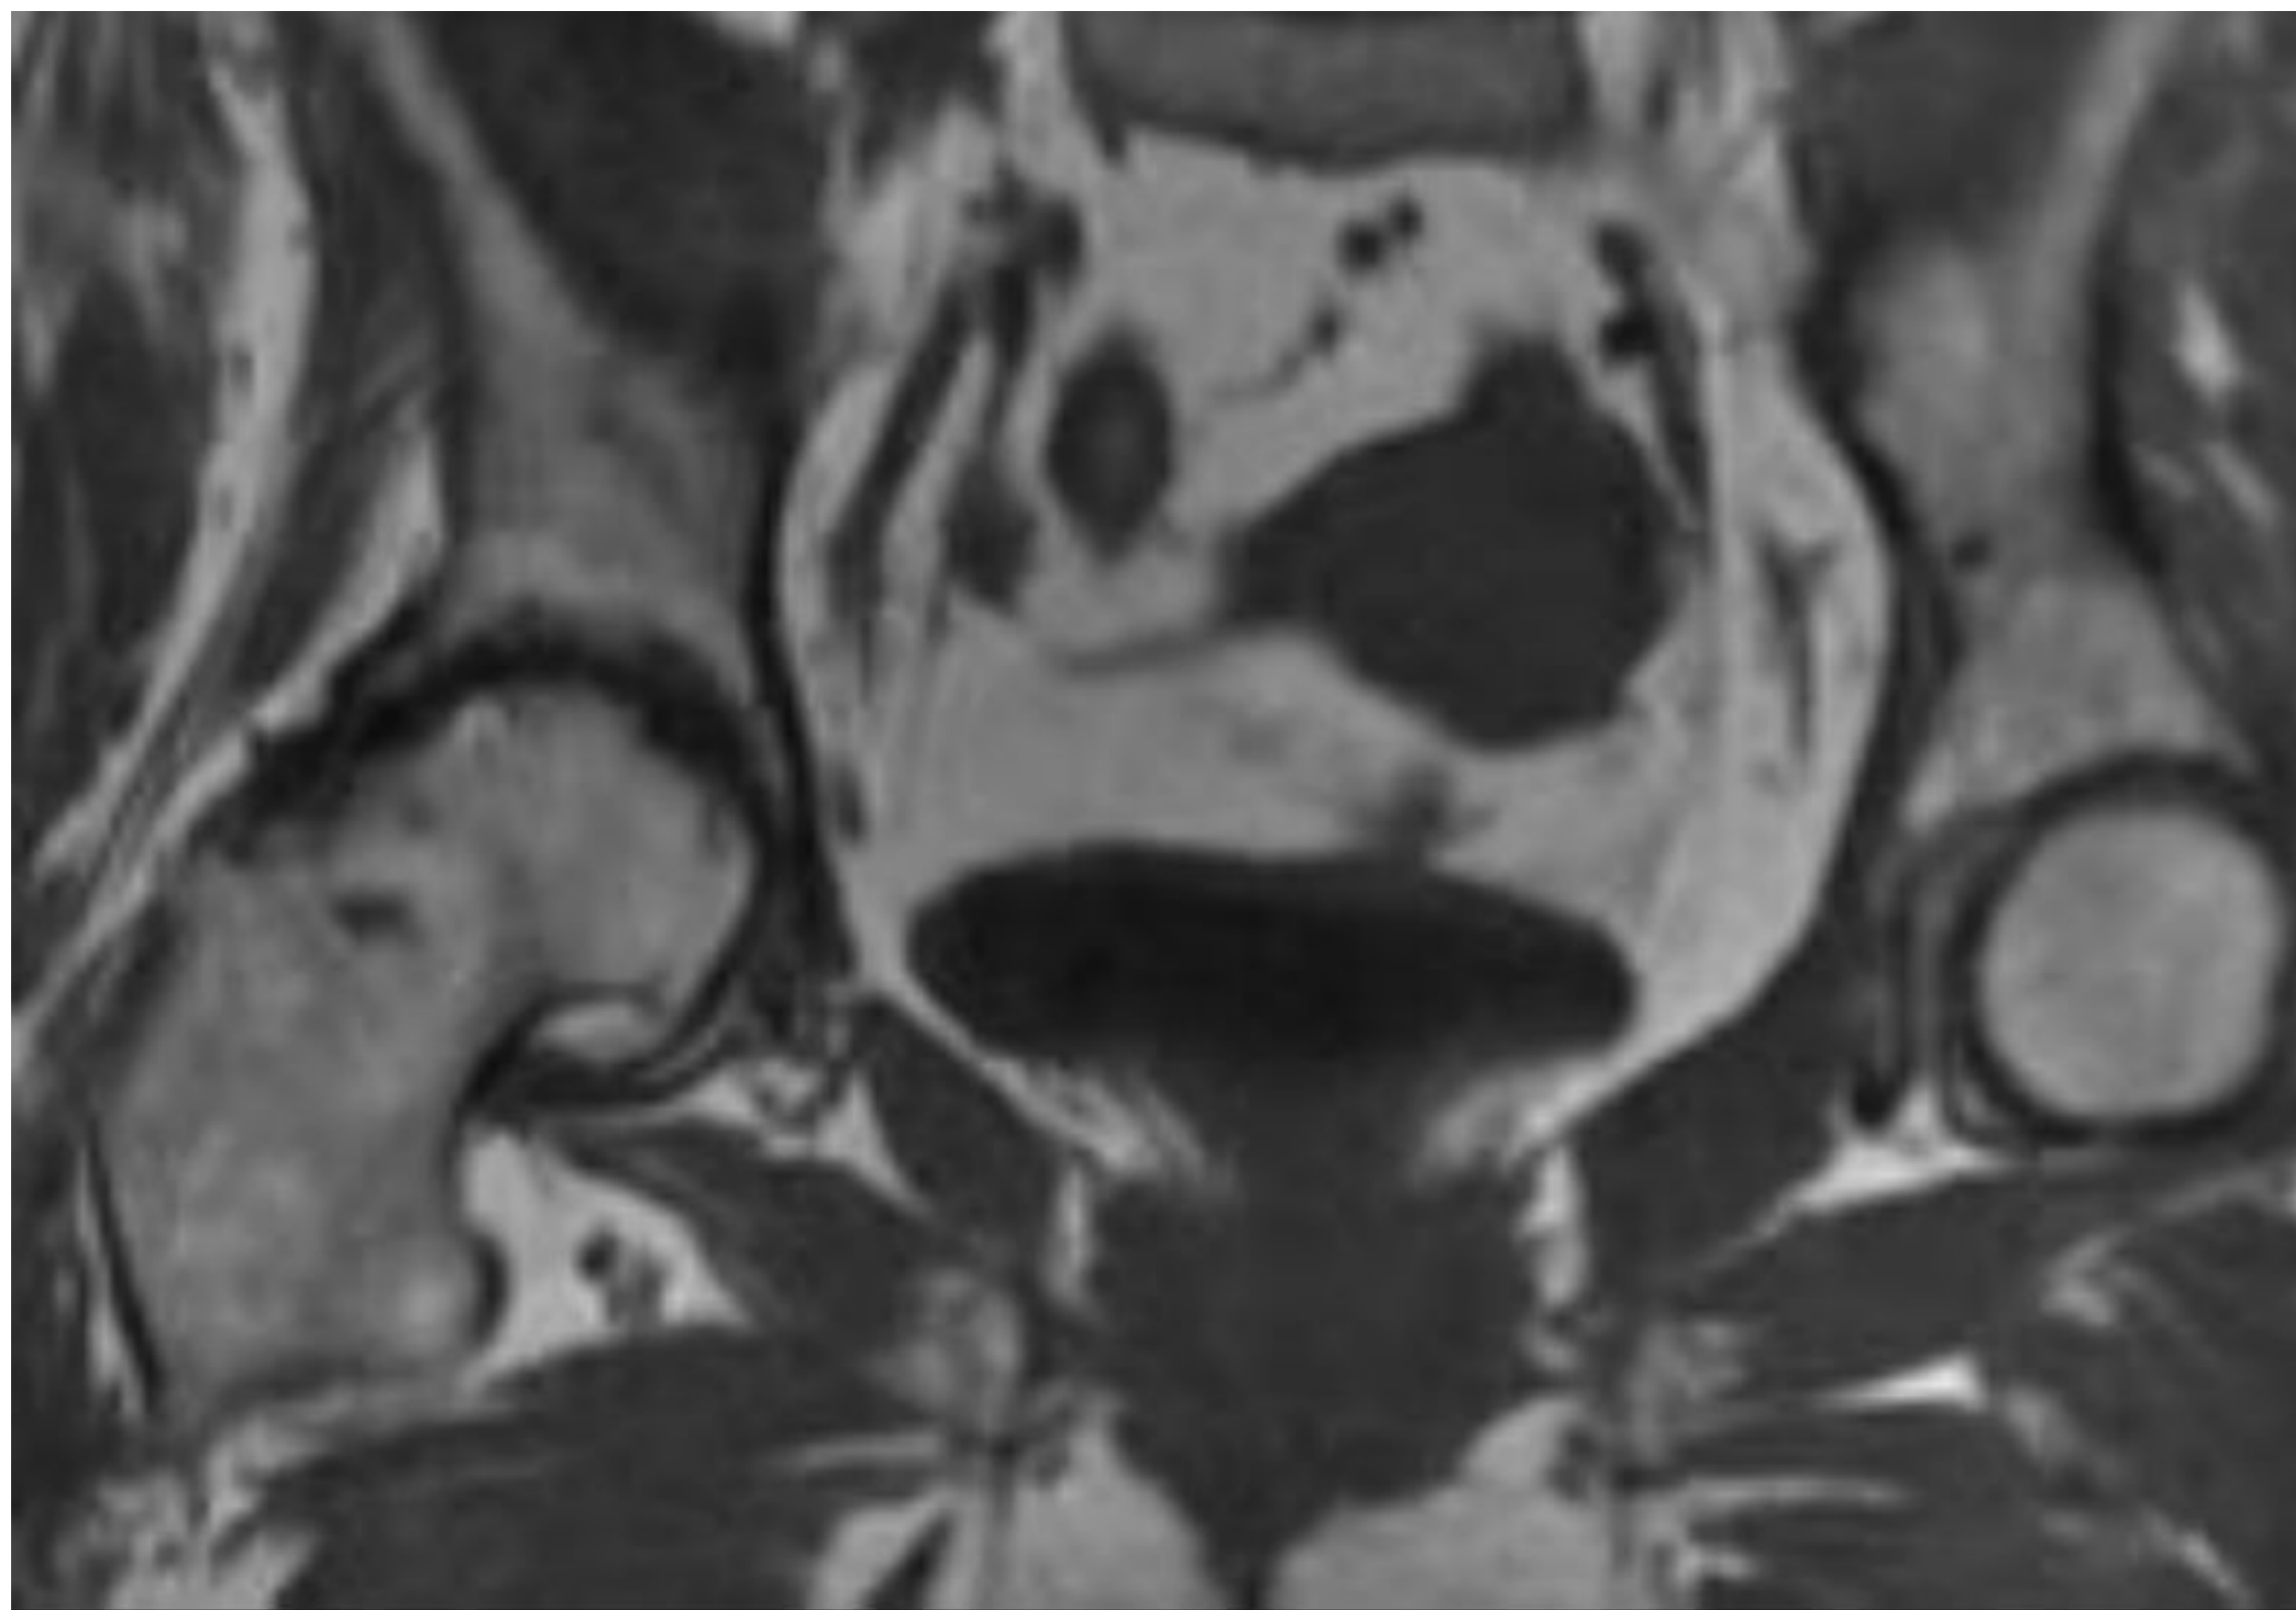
Artritis reumatoide. Estudio de RM con secuencia coronal potenciada en T1 que muestra afectación de cadera con presencia de edema óseo leve en cabeza femoral derecha (en este corte) asociado a pinzamiento articular femoroacetabular y erosiones periarticulares. Referencia. Servicio de Radiodiagnóstico. Hospital Universitario Virgen de las Nieves. Granada.
